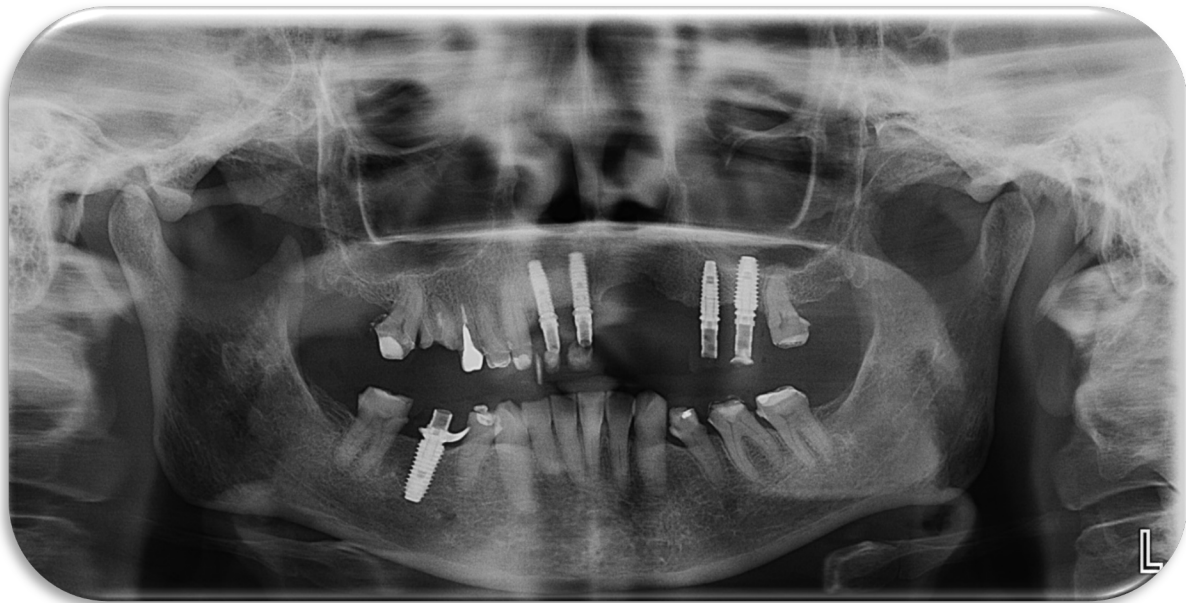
Ortopantomografía, situación inicial.
